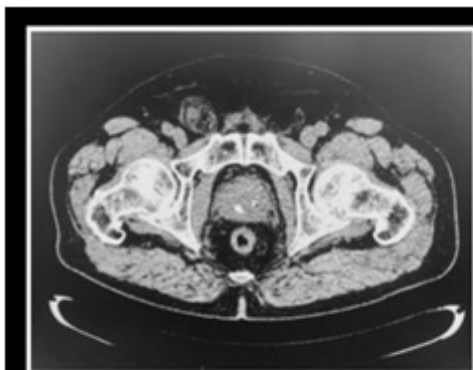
Imagen de TAC de abdomen que muestra una hernia inguinal derecha cuyo contenido es el apéndice cecal con datos inflamatorios regionales sugestivos de apendicitis (hernia de Amyand).
